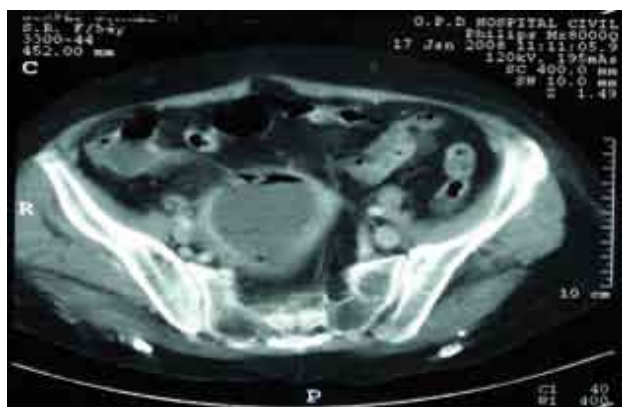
Tomografía abdominopélvica. Se observa el aumento de tamaño, con líquido y burbujas de aire en su interior.
